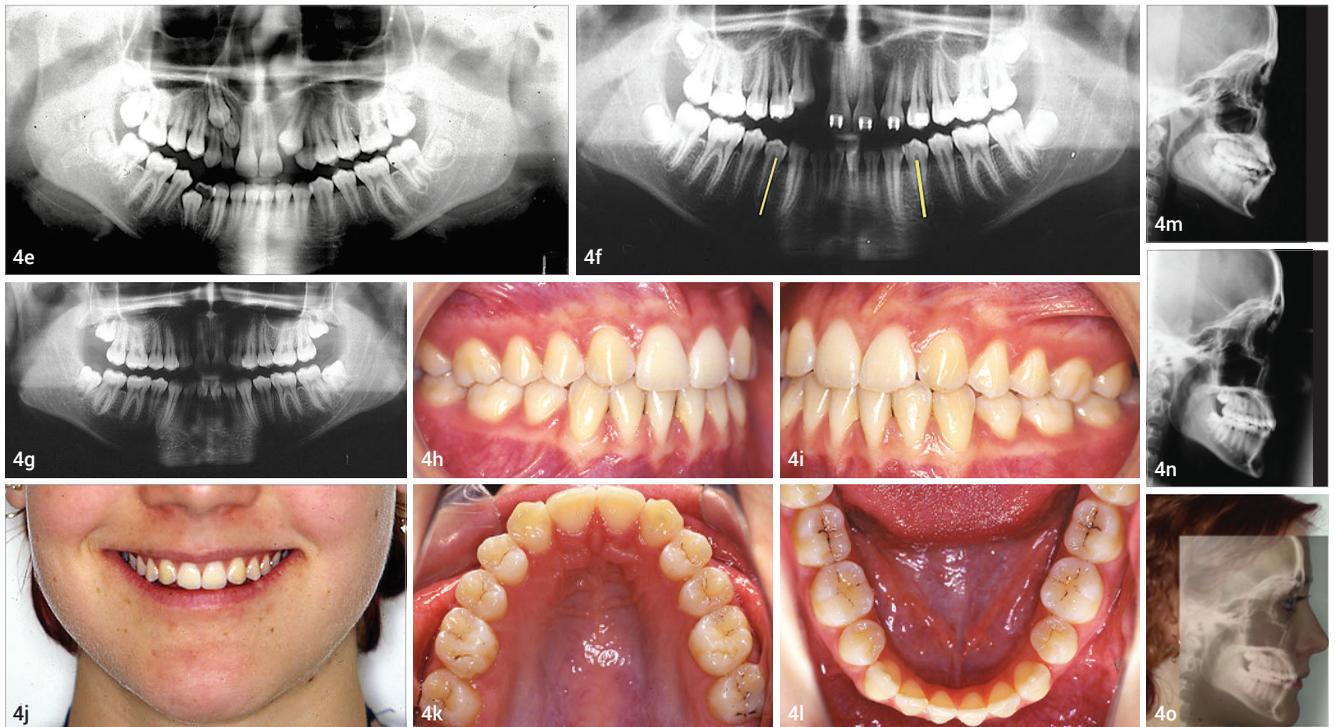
Hypoplasie 12 (Ex), Aplasie 22, Lückenschluss: Anfangsbefund extraorale Schräglateralansicht, leicht geöffnete Lippen (a), Anfangsbefund, intraorale Frontalansicht (b), Sonderklebung, Angulationswerte (c), Sonderklebung, Torquewerte (d), Anfangsbefund OPT (e), Zwischenbefund OPT (f), Schlussbefund OPT (g), Schlussbefund Ansicht intraoral rechts (h), Schlussbefund intraoral Ansicht links (i), Schlussbefund extraoraler Bildausschnitt, harmonische Lachlinie (j), Schlussbefund Oberkieferaufsicht (k), Schlussbefund Unterkieferaufsicht (l), Anfangs-Fernröntgenseitenbild (m), Schluss-Fernröntgenseitenbild (n), harmonisches Profil bei Überlagerung von Hart- und Weichgewebe (o).
